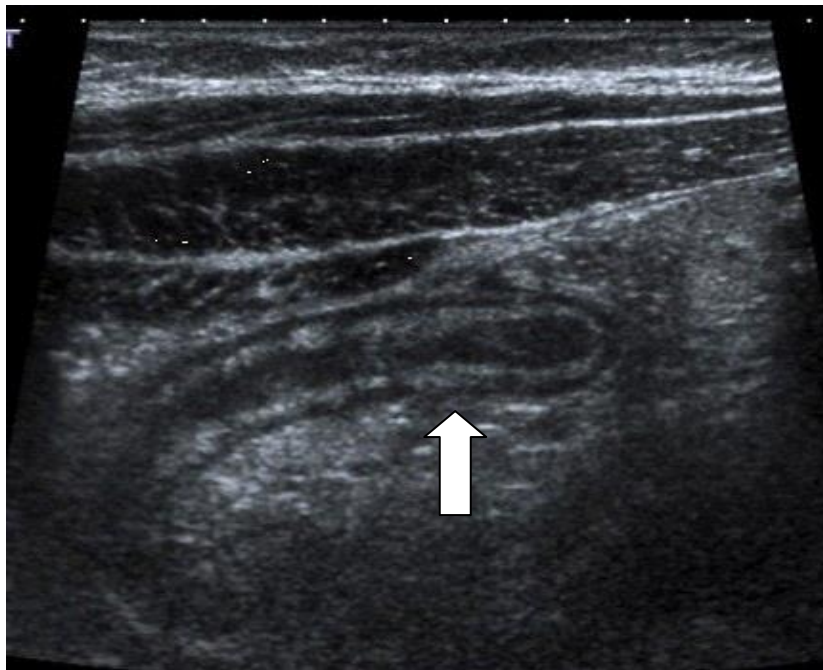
Image échographique en coupe longitudinale d'une appendicite aigue non compliquée.
